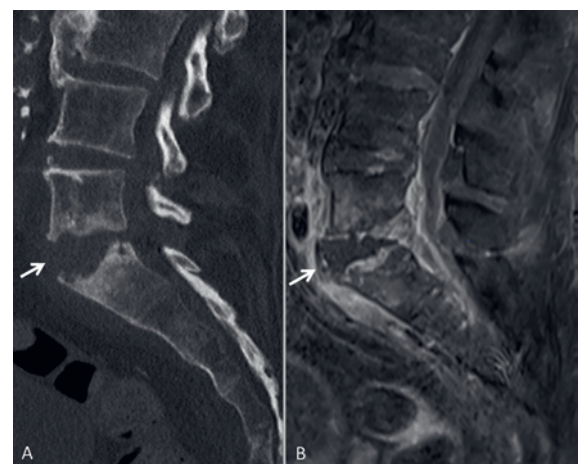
A) Sagittale Abbildung des lumbosakralen Übergangs im nativen CT mit Nachweis erosiver Endplattenveränderungen (Pfeil) LWK5/SWK1; B) Sagittale, T1-gewichtete, fettgesättigte, kontrastverstärkte MRT-Sequenz mit Nachweis einer Kontrastmittelaufnahme um das Bandscheibenfach LWK5/SWK1 und Erosionen der Endplatten (Pfeil).
